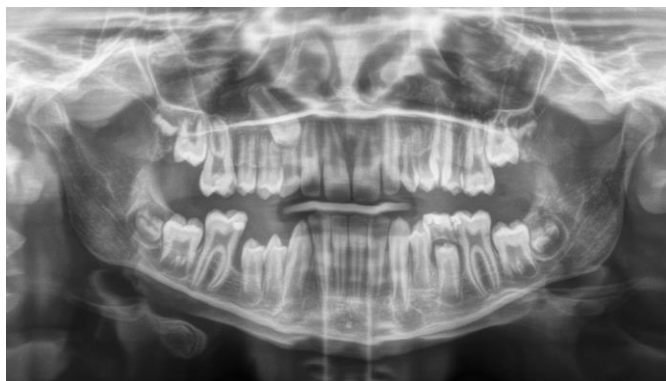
Orthopantomogramme d'une transposition complète Mx.C.P1
